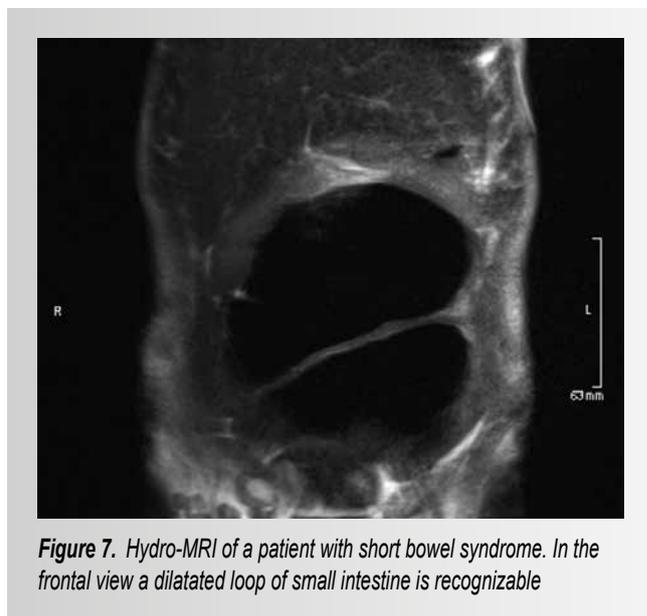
Hydro-MRI of a patient with short bowel syndrome. In the frontal view a dilatated loop of small intestine is recognizable
